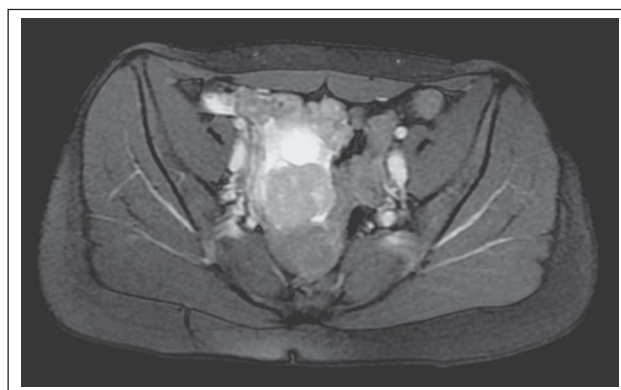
MRT-Bild des DSRCT im Bereich des rechten Ovars bei Erstdiagnose.
